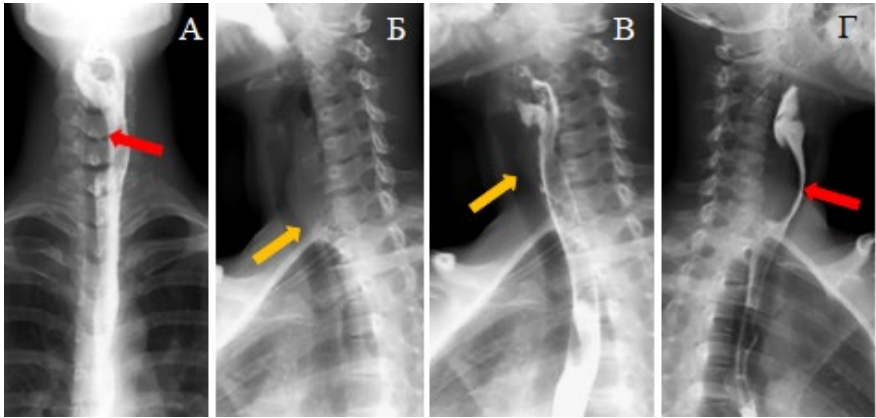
На рентгенограммах отмечается дефект заполнения пищевода (красная стрелка), мягкотканый компонент (желтая стрелка) – лейомиома (оригинальный рисунок):
